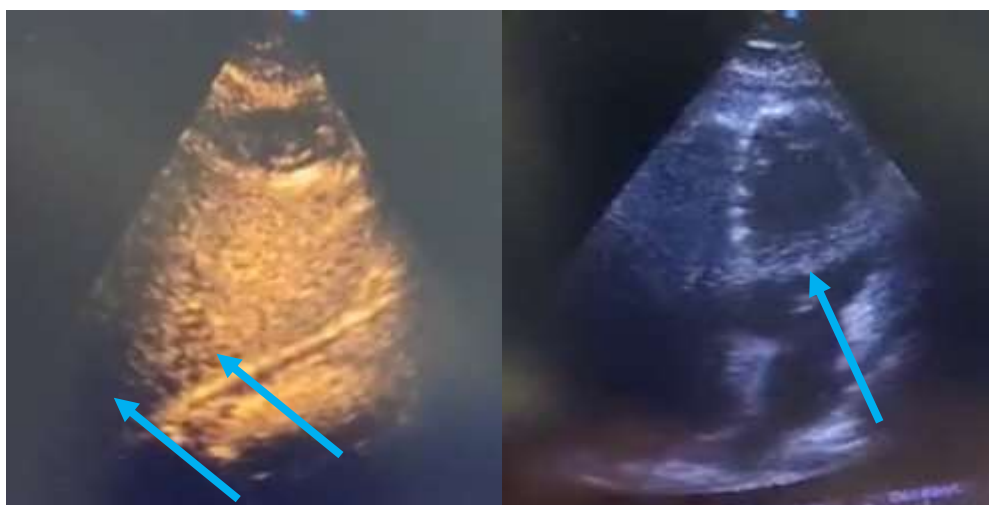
Эхокардиография пациентки А., 38 лет. Стрелкой указано утолщение листков перикарда и наличие выпота.
